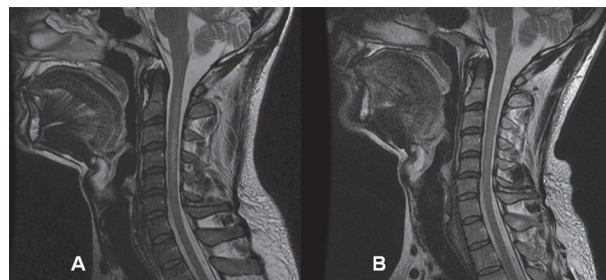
RM da medula cervical, ponderada em T2, corte sagital. (A) Alteração extensa, com sinal hiperintenso posteromedial da medula, notadamente de C2 a C5. (B) Após um ano, ausência do sinal hiperintenso previamente observado.
